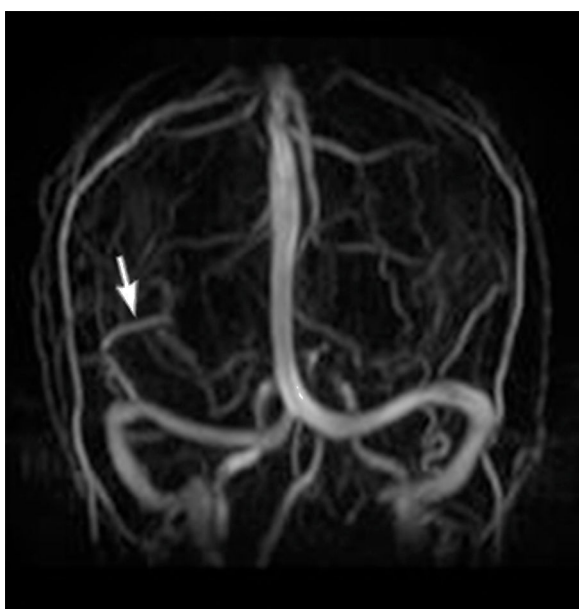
Angio-RM de cerebro con tiempo venoso. ADV (flecha) con drenaje en seno lateral derecho.
